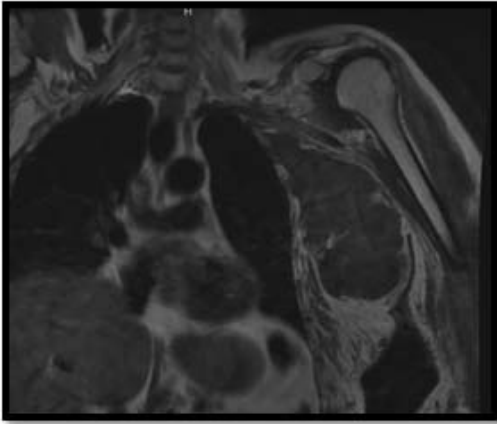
A. Corte coronal de TAC en T1. Se aprecia la masa tumoral en el espacio axilar.
